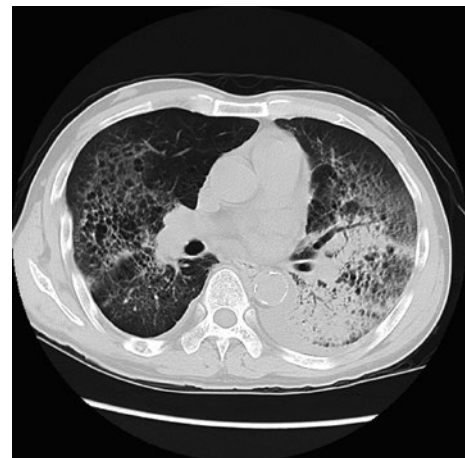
入院時胸部 CT。背景に肺気腫があり、左全肺野、右上葉に浸潤影および、左側優位に両側胸水を認める。
